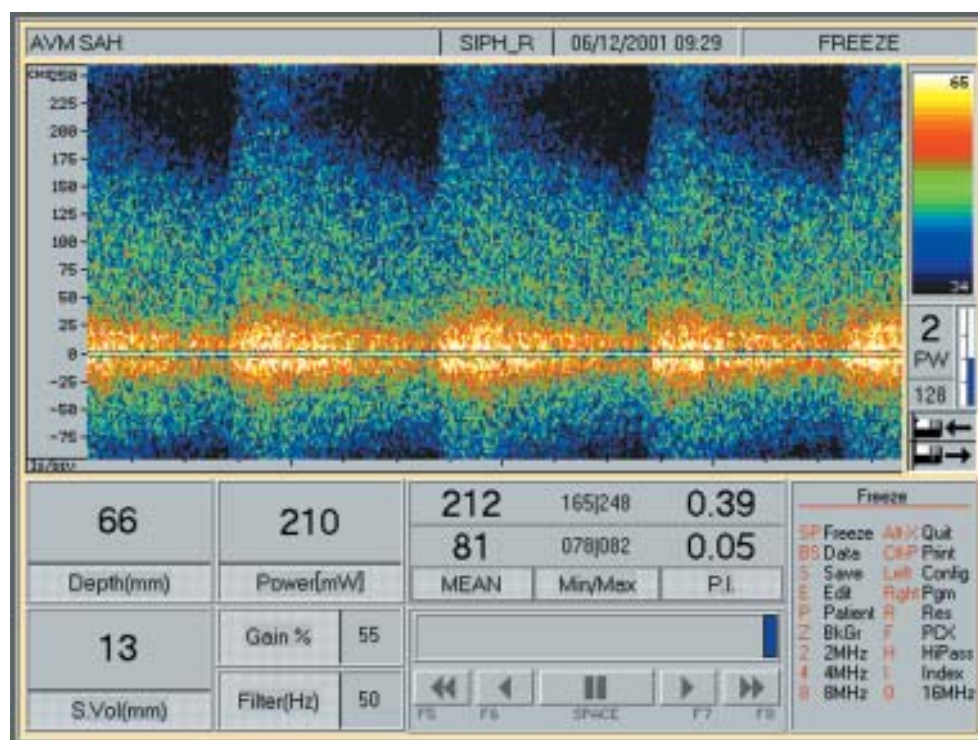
Bojom kodirana transkranijaska doplerska sonografija prikazuje arteriovensku malformaciju
